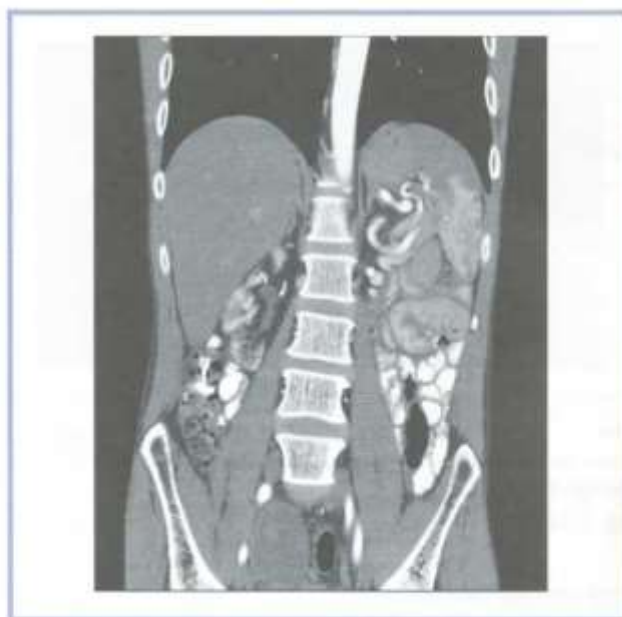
Компьютерная томограмма органов брюшной полости, видны тромбы в селезеночной артерии.
